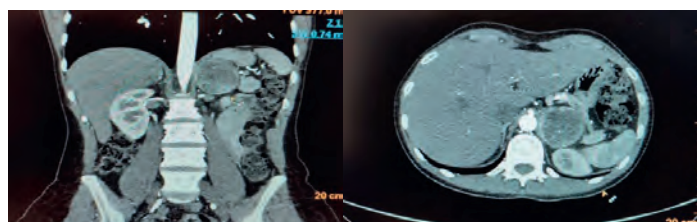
Спиральная компьютерная томография органов брюшной полости —
